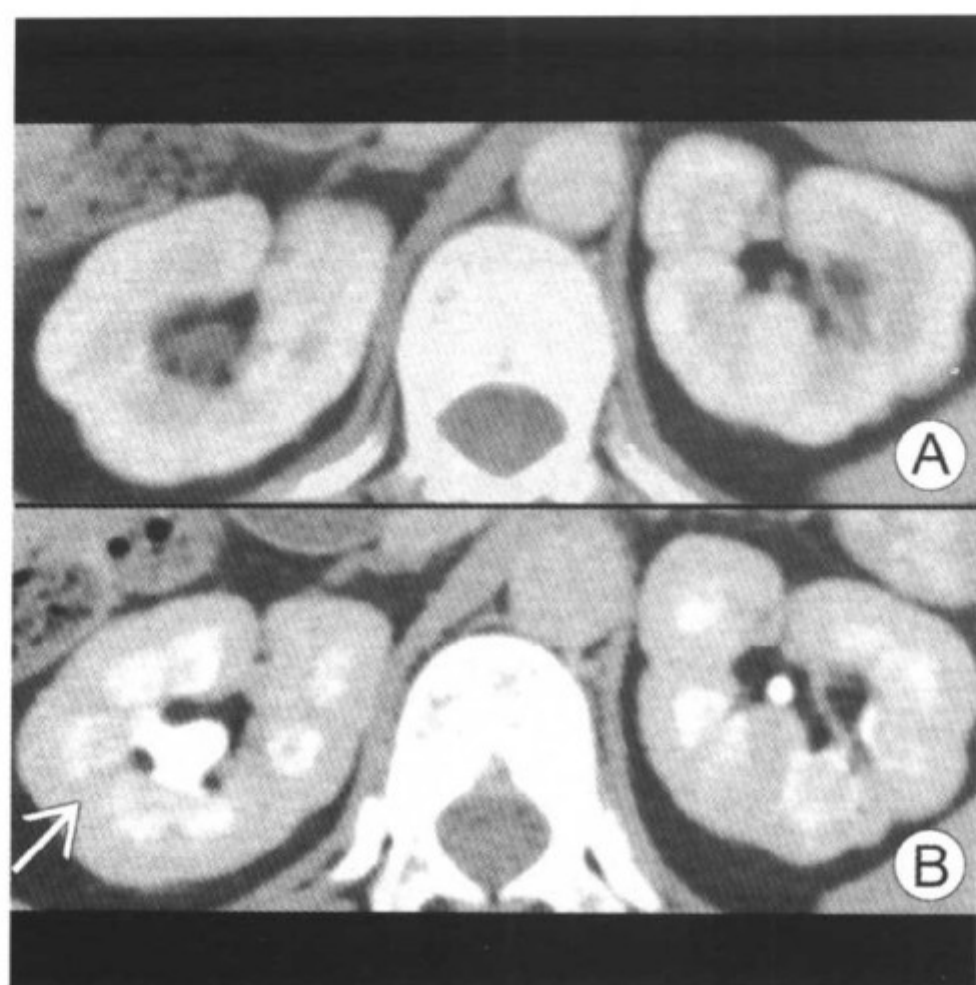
图 A 肾实质期 CT 未见明确异常；图 B 肾排泄期 CT 显示造影剂滞留在肾乳头扩张的集合管内（箭头）
